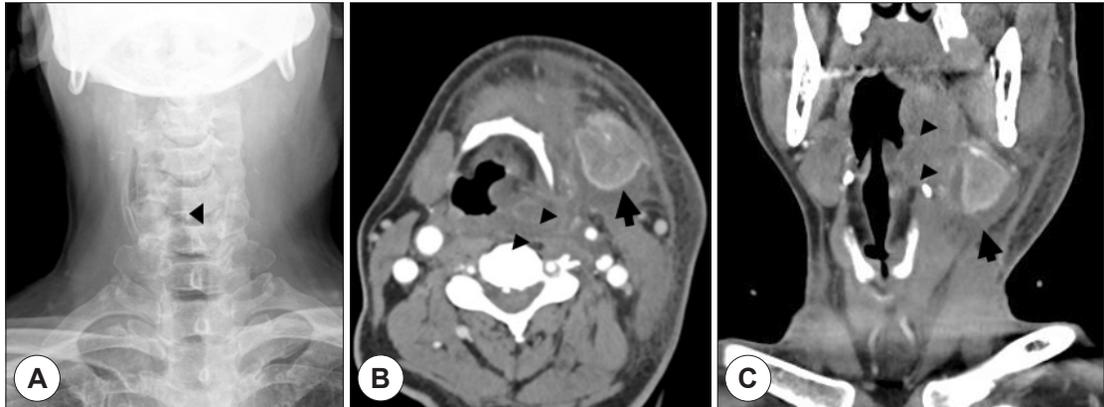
Neck radiologic exam. Shows simple neck radiography showing airway deviation to the right side in the larynx level (arrow head) (A). Shows axial (B) and coronal (C) enhanced image of neck computed tomography showing abscess formation at the left parapharyngeal, the retropharyngeal space (arrow head) and the submandibular space (arrow).
